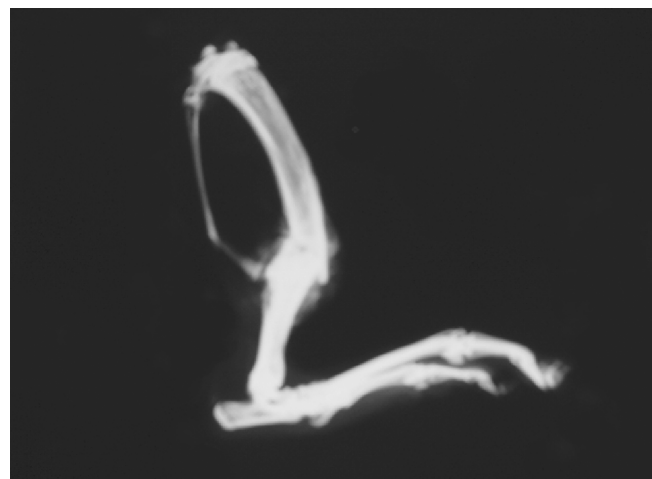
Radiografia – Exemplo do grupo 2.
